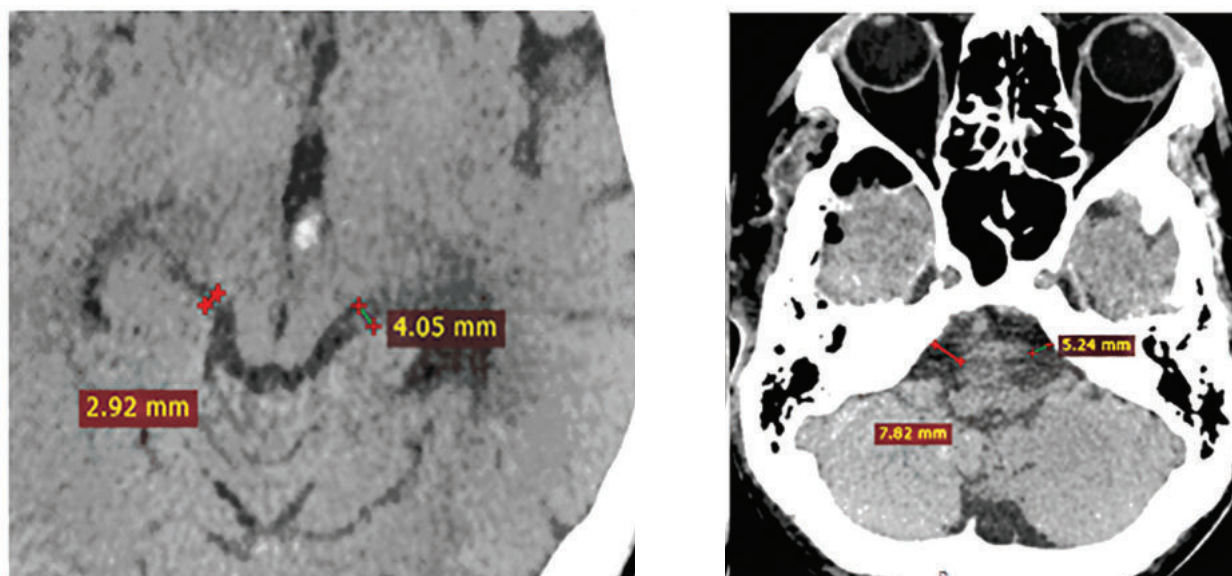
МСКТ-снимки того же больного после операции декомпрессивной трепанации, дополненной цистернотомией. Расправление обводной и мостовой цистерны.
